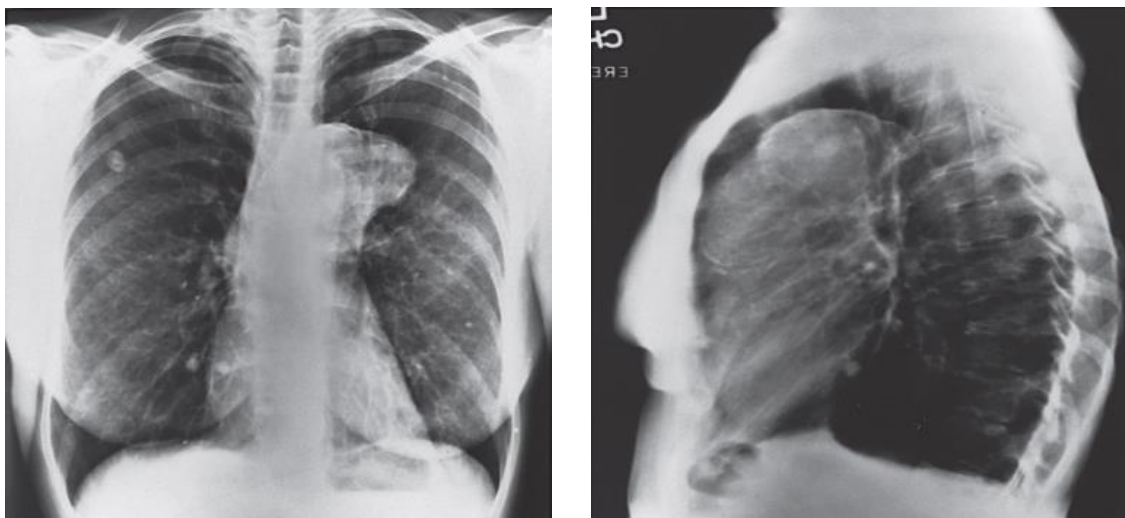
Radiografía de tórax en un paciente con aneurisma de arco aórtico (imágenes obtenidas de Kirklin/Barratt-Boyes Cardiac Surgery, 4th Edition¹). (izquierda) Proyección postero-anterior donde se observa calcificaciones en el margen izquierdo de la silueta cardíaca.(derecha) Proyección lateral donde se visualiza el aneurisma del arco aórtico con importantes calcificaciones
